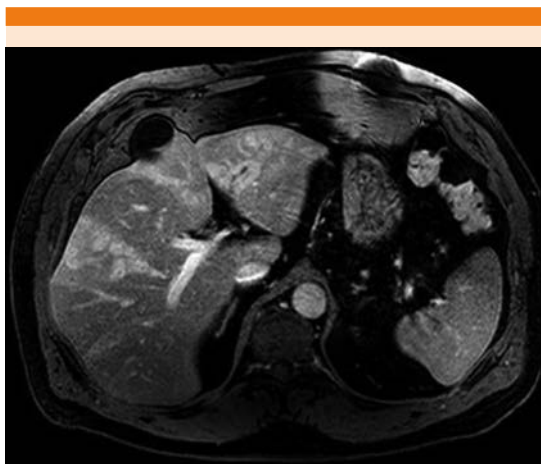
Resonancia magnética nuclear, microabscesos y trombosis de la rama portal izquierda.
